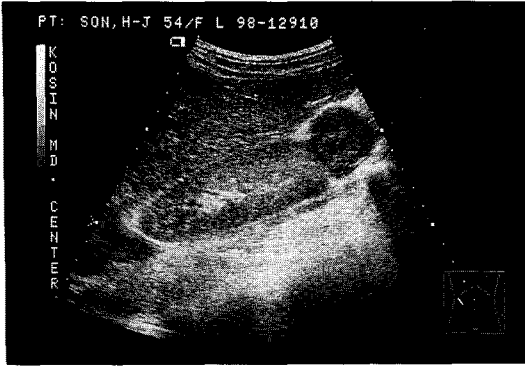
Abdomen USG reveals a 3.0×3.0cm sized hypodense mass in the soft tissue below the right kidney.
